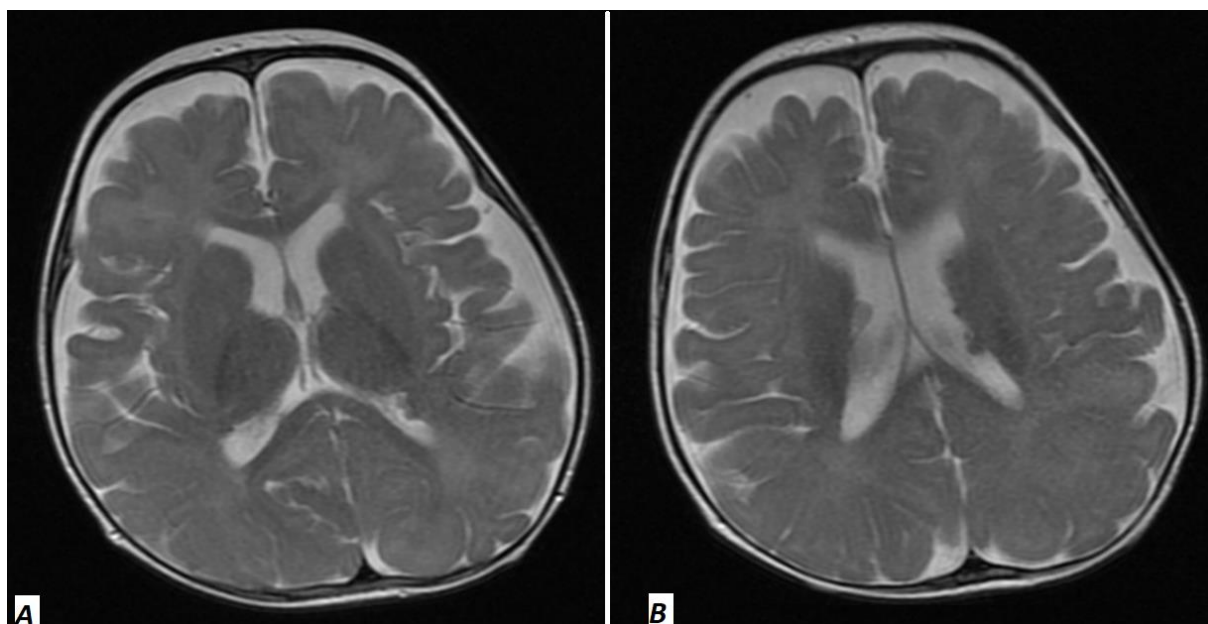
A: RM evidenciando tuberes corticais; B: RM evidenciando nódulos subependimários.
